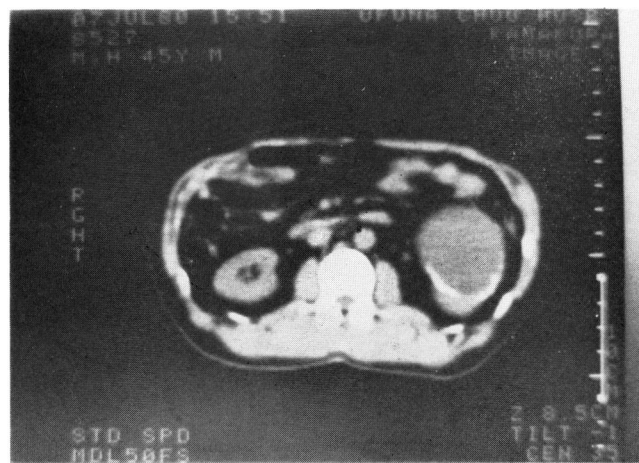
CT-scan showed irregularly calcified mass protruding to antero-caudal direction.
